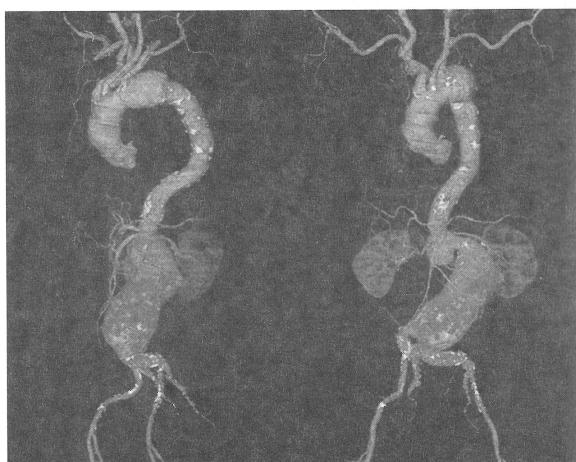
本症例の大動脈3D CT. 左:弓部と腹部の囊状瘤, 右:腹部大動脈瘤の強度屈曲
